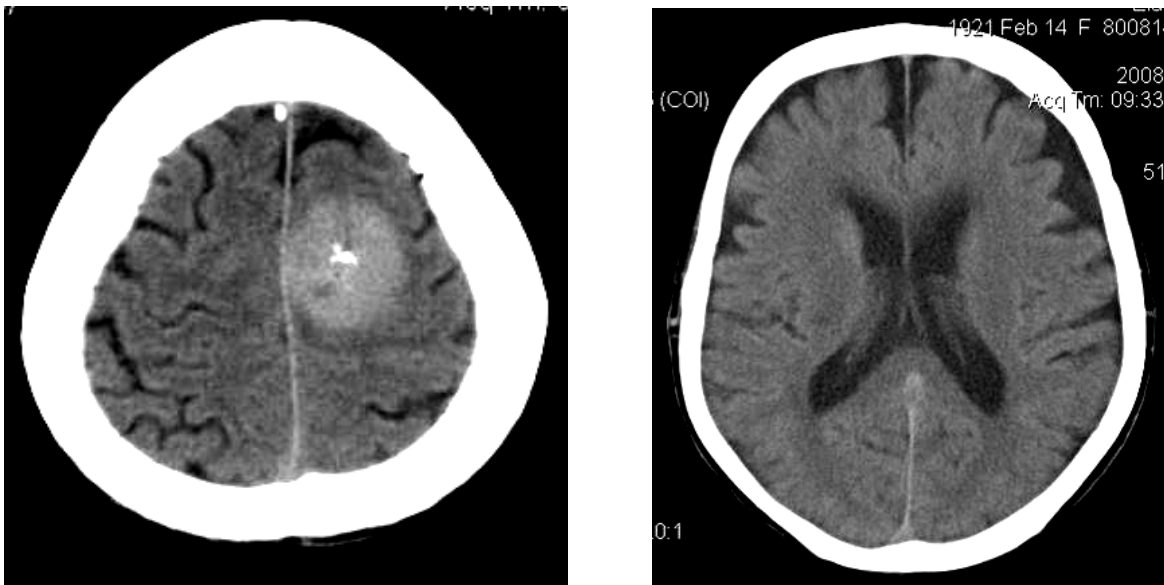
КТ больной Е. Срез головного мозга на уровне боковых желудочков (слева) и конвексимальном уровне (справа) в аксиальной плоскости
